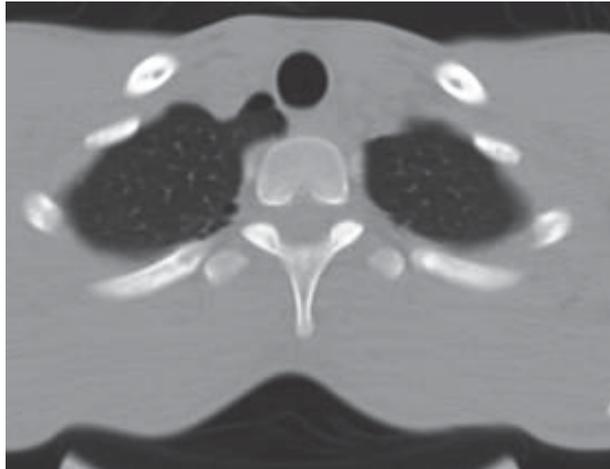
TC torácica: bullas apicales derechas en paciente varón de 19 años de edad.
